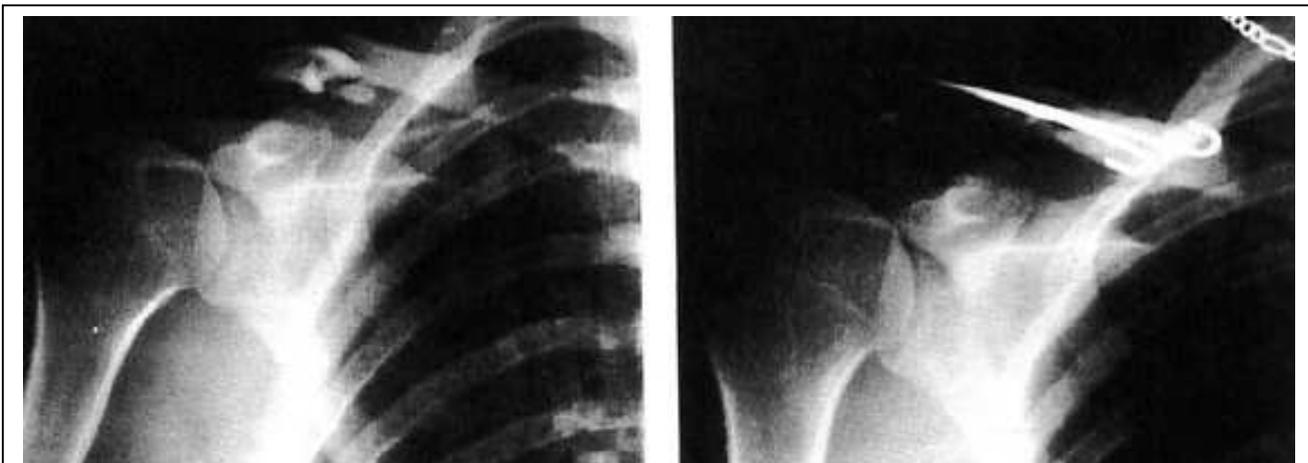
Osteosynthese einer diaphysären Claviculapseudarthrose nach Clavicula-Trümmerfraktur (links) durch intramedulläre Fixation mit 2 Kirschnerdrähten (ap-Röntgenaufnahme, Ngarmukos 1998)
